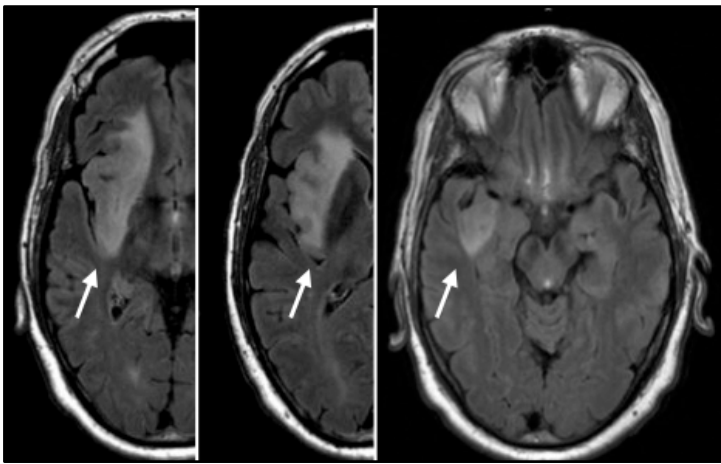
RMN de cerebro donde se objetiva edema ( Flecha ) producto de tumor insular derecho de origen glial.
